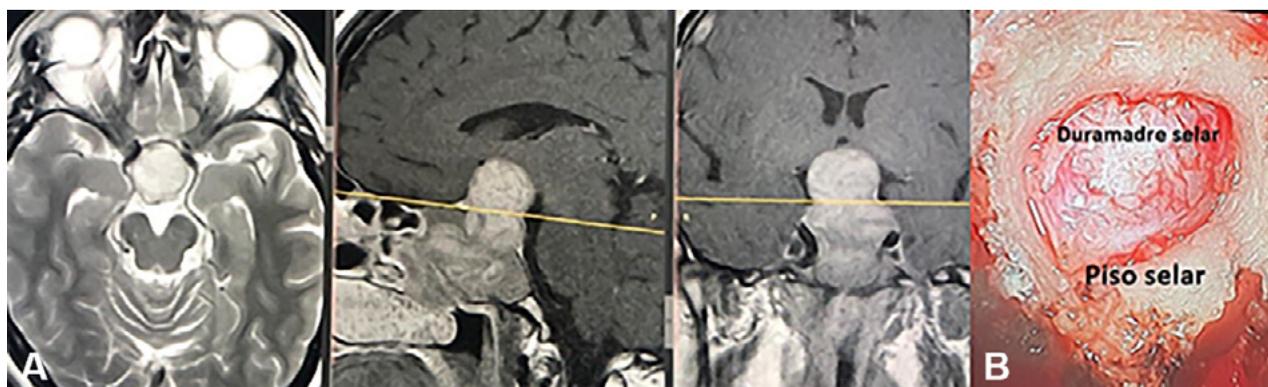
A - Resonancia magnética preoperatoria y B - foto intraoperatoria). Se examinó previamente una TC de cortes finos de los senos paranasales para variaciones importantes tales como el seno esfenoidal no neumatizado, deformidad nasal, y patrón de septación del seno esfenoidal.<sup>8-13</sup>
